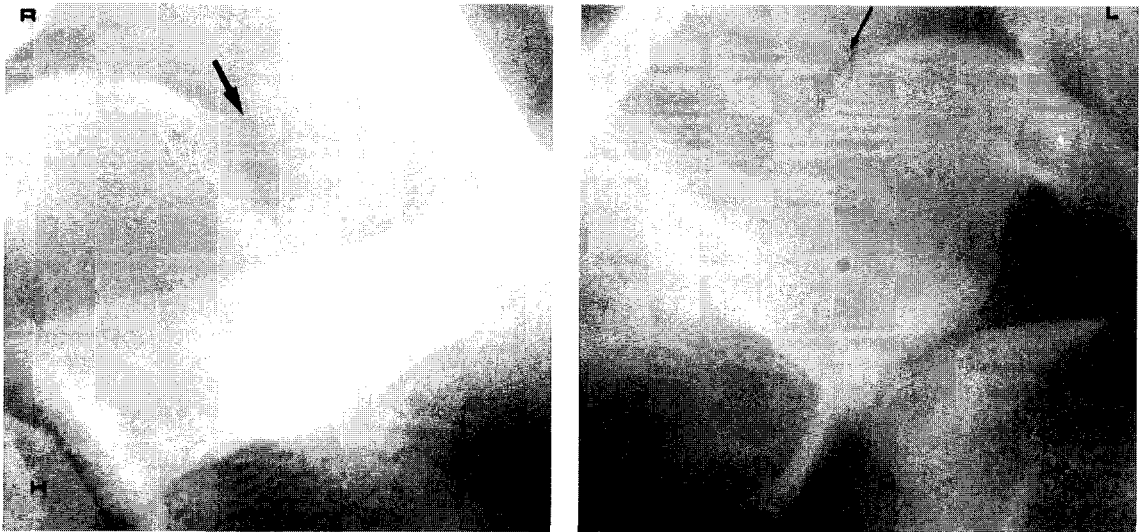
Suprascapular view with the X-ray tube angled 15 - 30 degree caudally shows narrowed suprascapular notch(magnifying finding) on the left side of the patient I.
